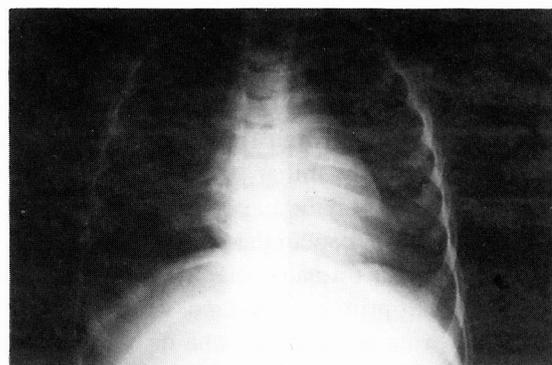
Radiografia do tórax aos 23 meses de idade: resolução completa das alterações radiológicas.
